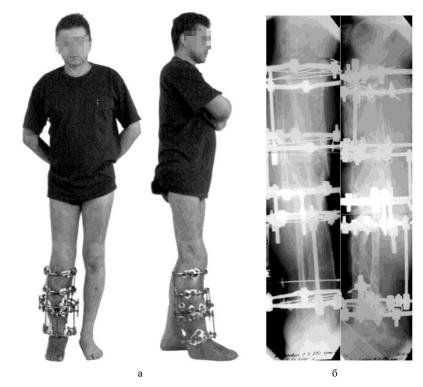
Больной Т. (а); рентгенограммы (б) в периоде фиксации.
